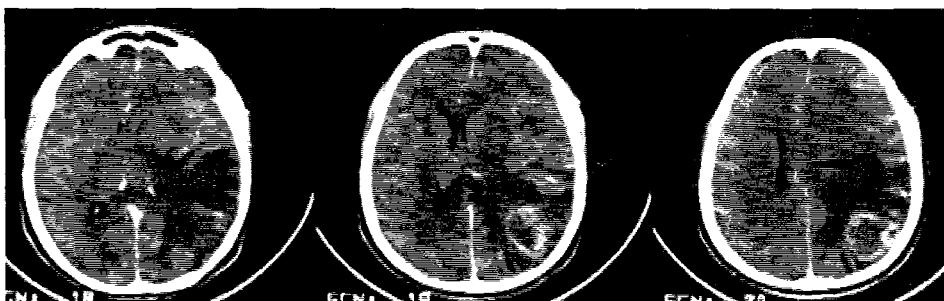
3F. 1. Aspect CT cerebral de metastază chistică occipitală.
